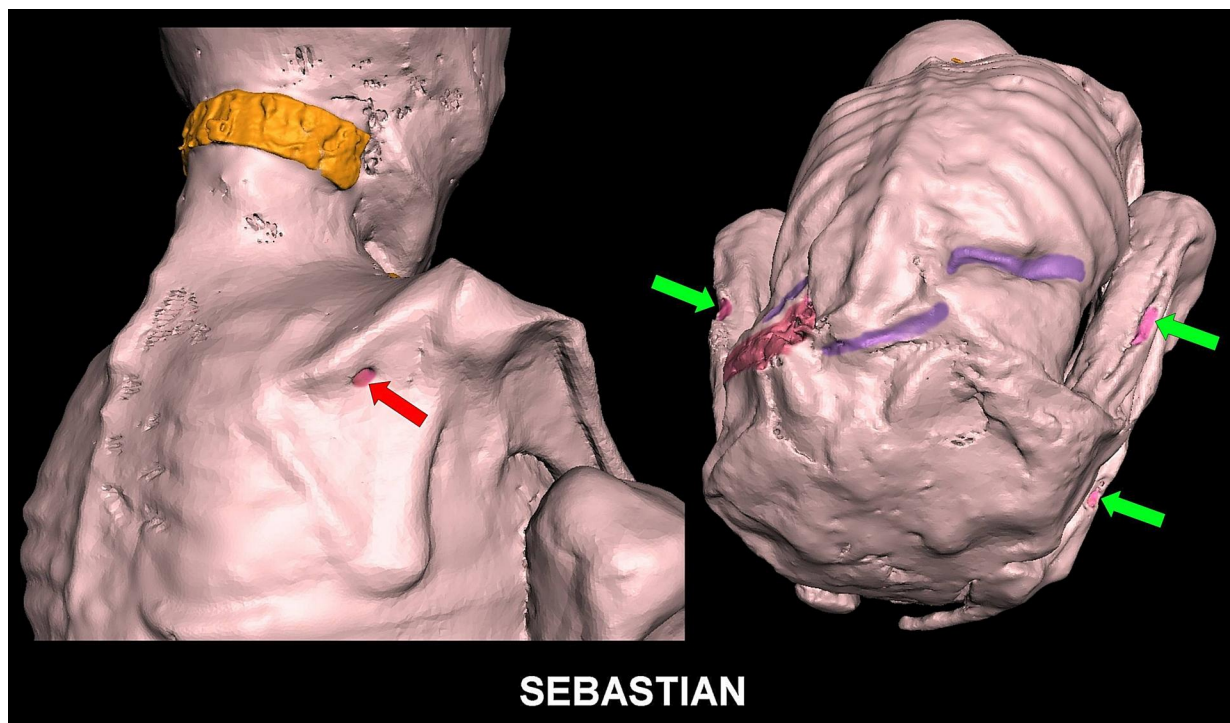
TC en 3D que muestra una herida por punción (flecha roja) debajo de la espina escapular derecha (izquierda). Se encontraron áreas de pérdida de tejido (flechas verdes) en los muslos bilaterales y la pierna derecha (derecha).
